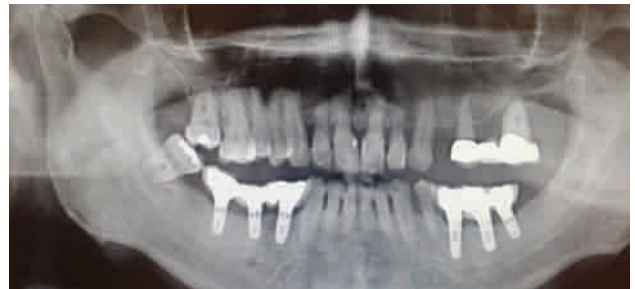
Ortopantomografía de seguimiento para el control de la regeneración e implantes a los dos años, sin reabsorción evidente (Caso clínico 2).
